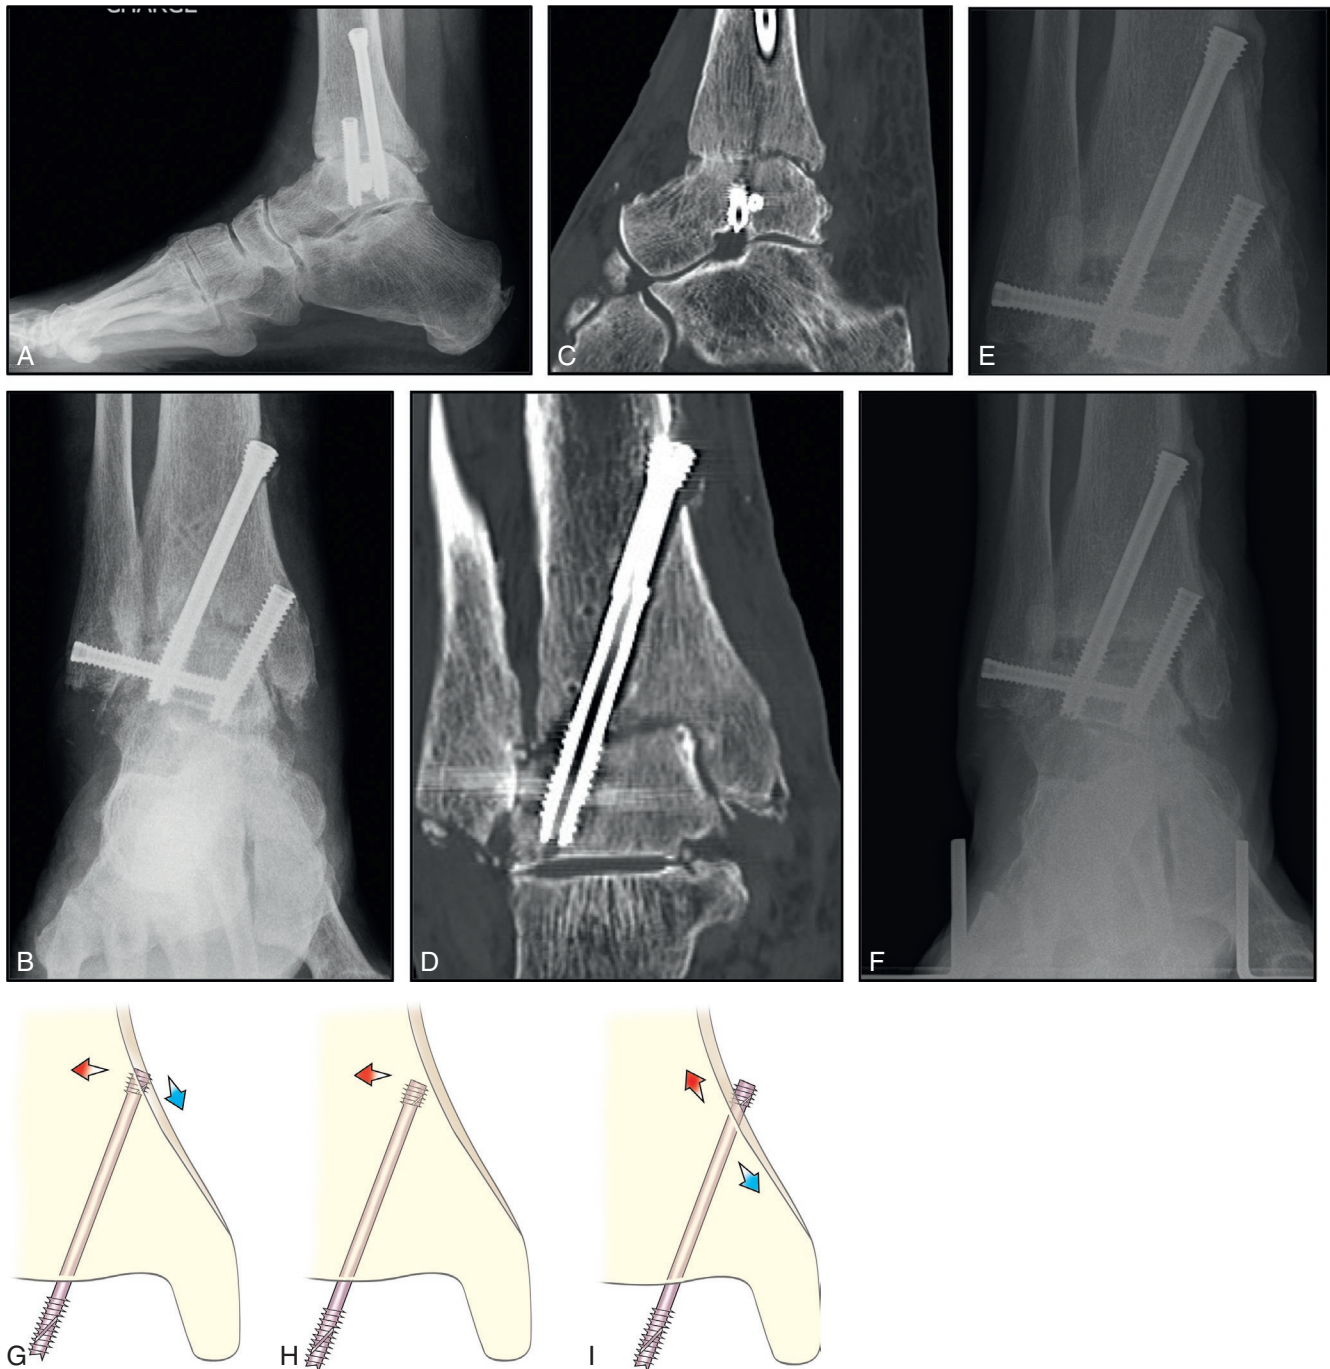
Exemple radiographique de l'instabilité d'un montage vissé par l'obliquité des vis de compression canulées.
